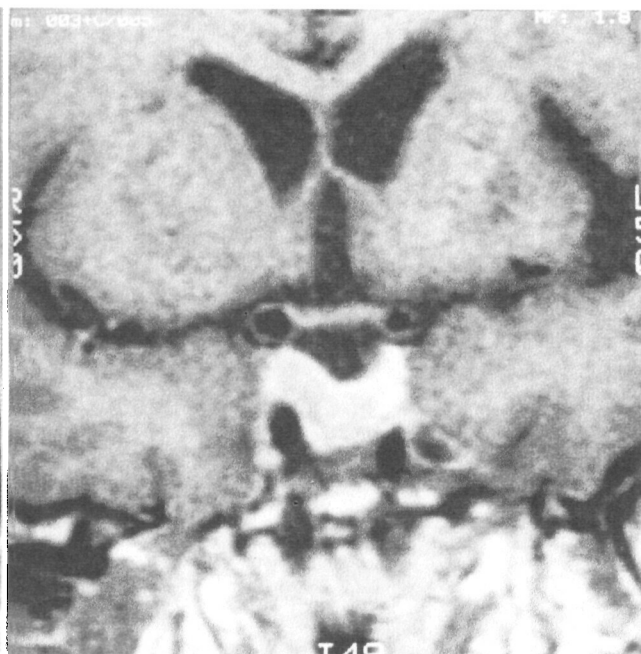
Ressonância nuclear magnética da paciente nº 2 antes e após tratamento com Sandostatín
